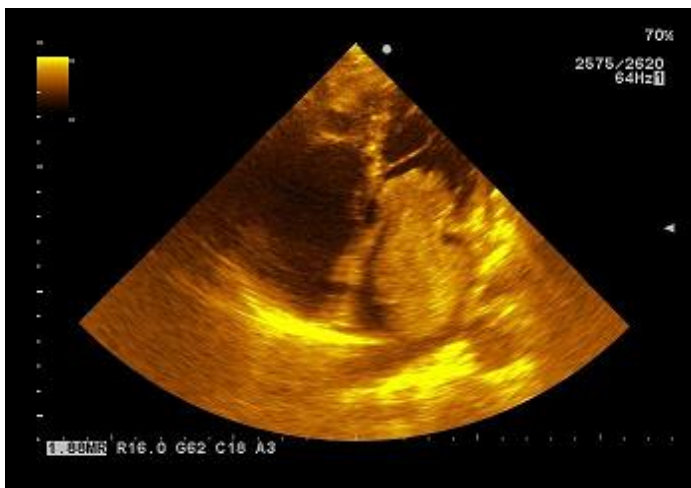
Ecocardiograma transtorácico. Vista de cuatro cámaras. Se puede apreciar el tamaño del tumor que protruye hacia el ventrículo izquierdo*
